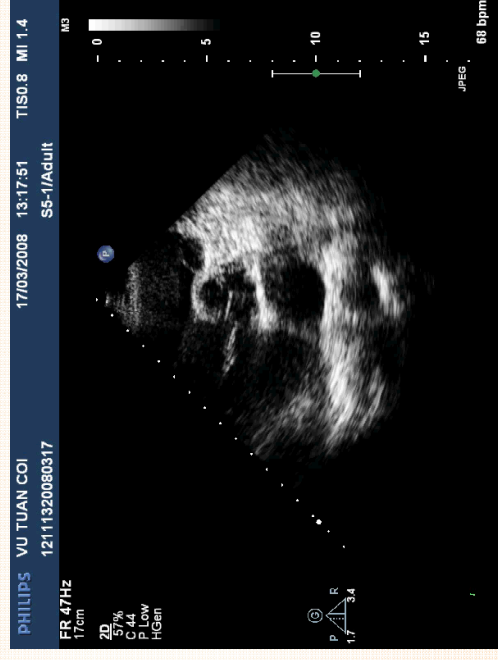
Hình ảnh siêu âm Doppler van lá
